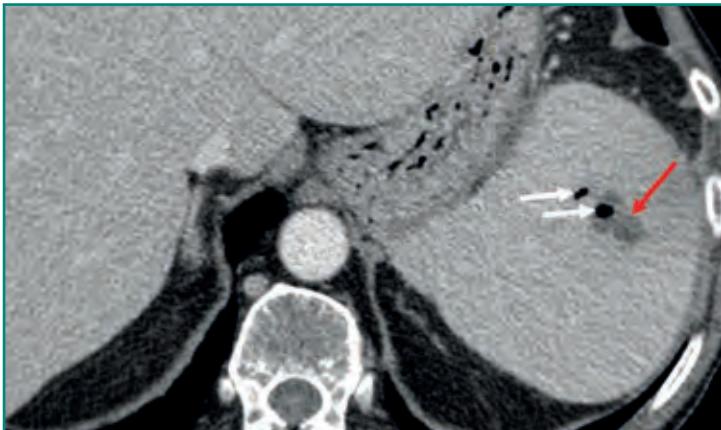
TC abdominal en la que se identifica una lesión hipodensa, densidad líquida (flecha roja) con burbujas de gas (flechas blancas) compatible con un absceso hepático.
